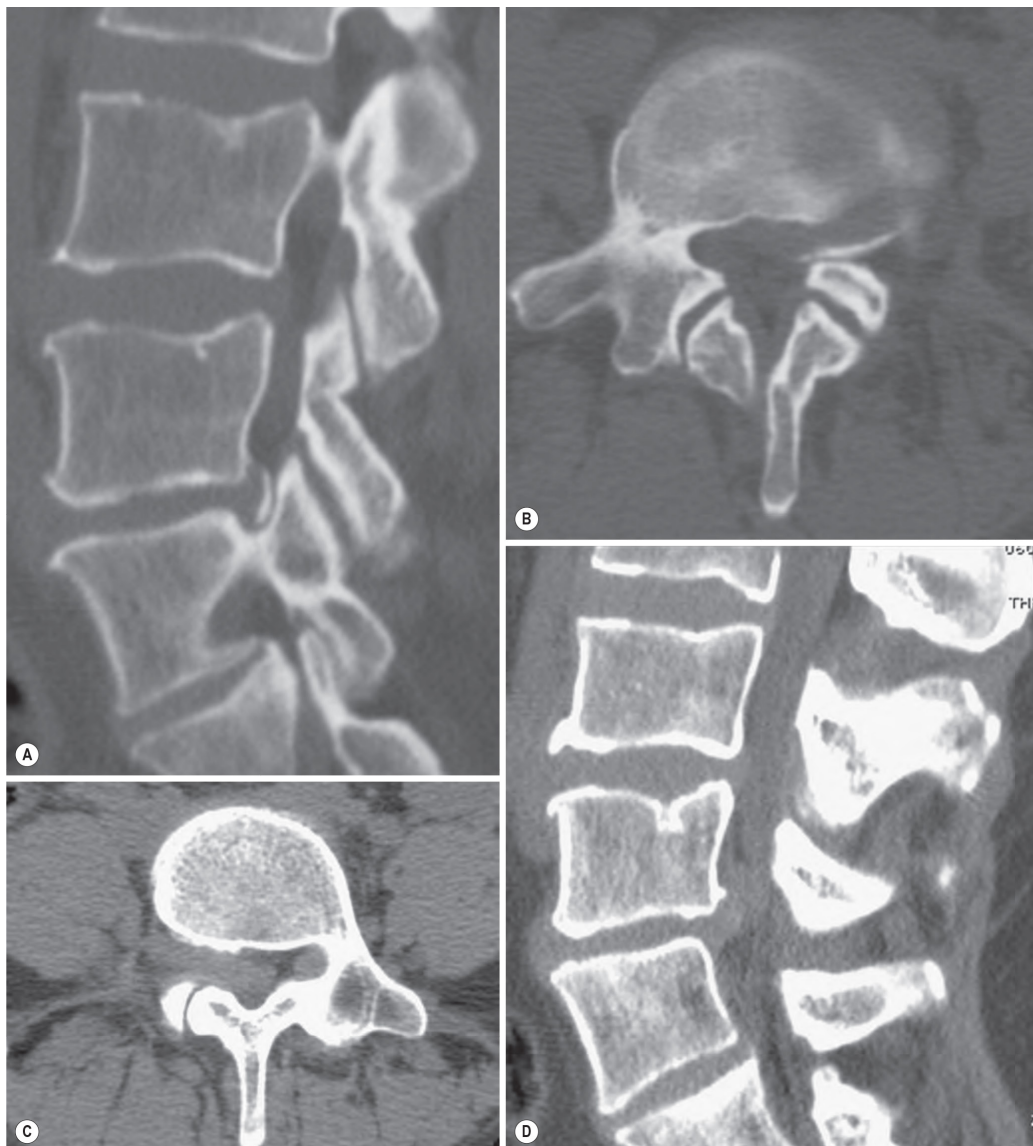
Foraminal Broad-Based Disc Protrusion. Sagittal (A) and axial (B) reformatted computed tomography (CT) images in bone window setting; sagittal (C) and axial (D) reformatted CT images in soft-tissue window. Parts A and B show a broad-based foraminal disc protrusion on the left at L4 to L5 with a calcified outer rim. At L5 to S1 (C), (D) there is a broad-based disc protrusion on the right.
